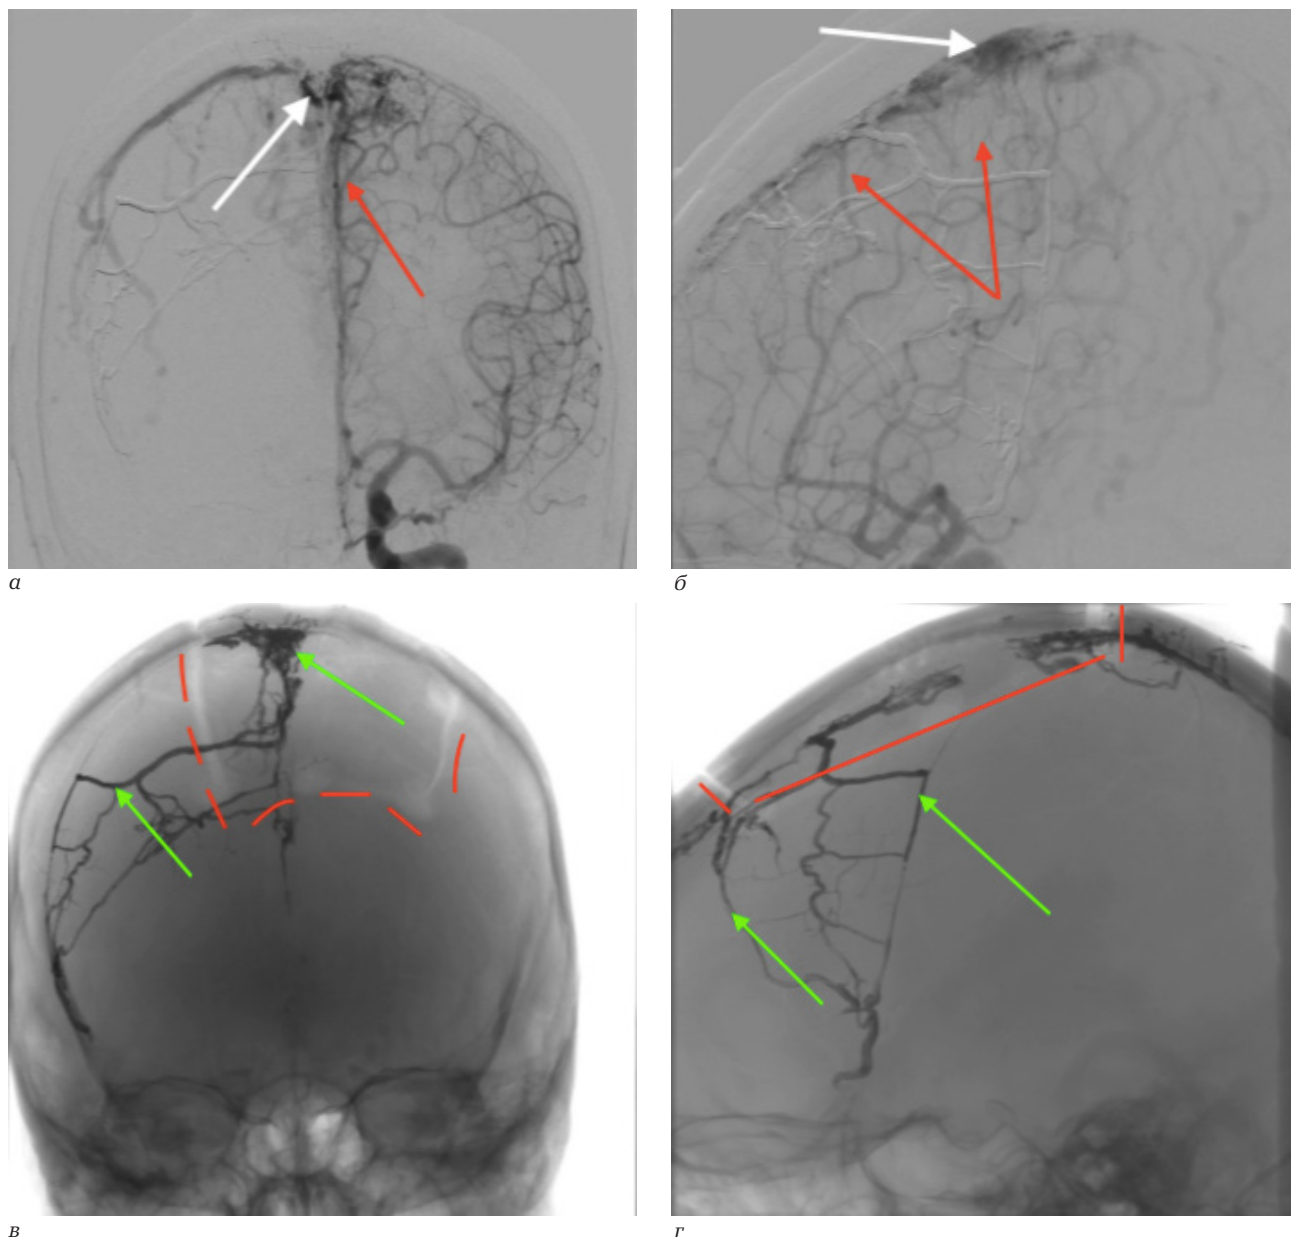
Селективная церебральная ангиография: *а, б* – фронтальная и сагиттальная проекции ангиографии из бассейна левой внутренней сонной артерии, режим субтракции. Белые стрелки – отмечается заполнение фистулы. Красные стрелки – остаточные афференты, расположенные вдоль большого серпа мозга; *в, г* – фронтальная и сагиттальная проекции ангиографии из бассейна левой внутренней сонной артерии. Зеленые стрелки – рентгенопозитивный эмболизат после эндоваскулярной операции, формирует картину эмболизированных афферентов фистулы. Красным пунктиром отмечен контур трепанации черепа после открытой операции
